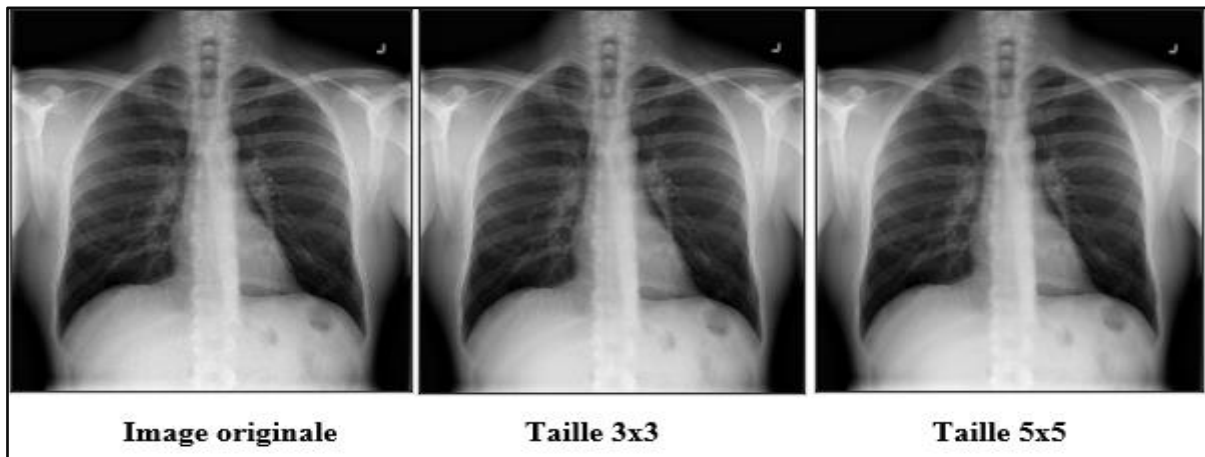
Application d'un filtre médian sur l'image radiographie thoracique.
